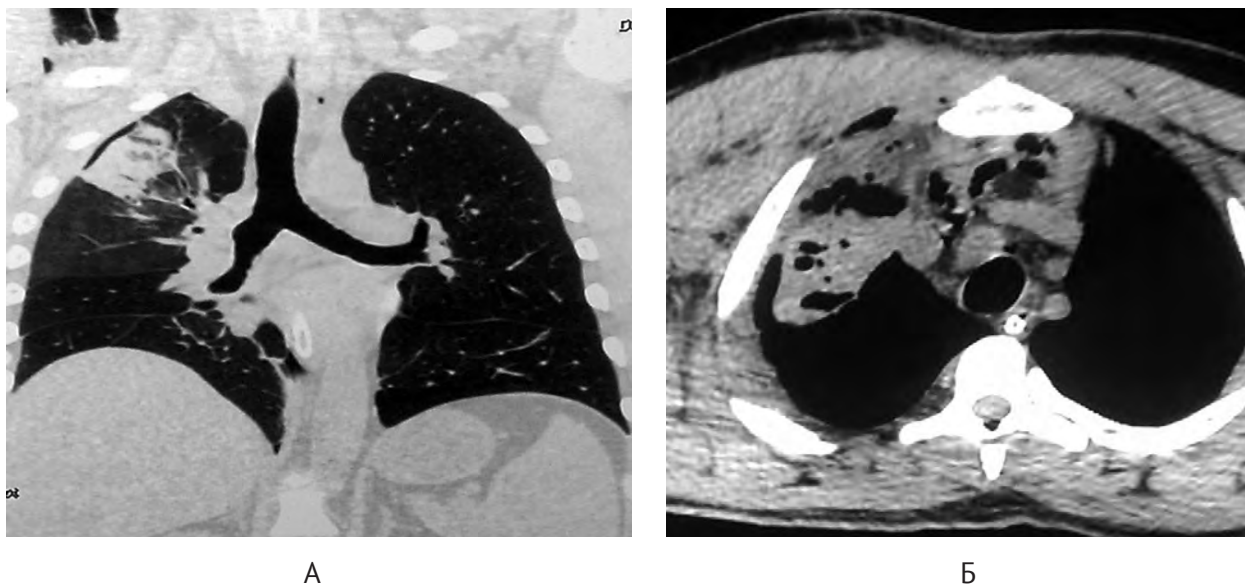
Поранений Х., 47 років, забиття паренхіми верхньої частки правої легені: А – оглядова рентгенограма органів грудної клітки; Б – комп'ютерна томограма органів грудної клітки.
